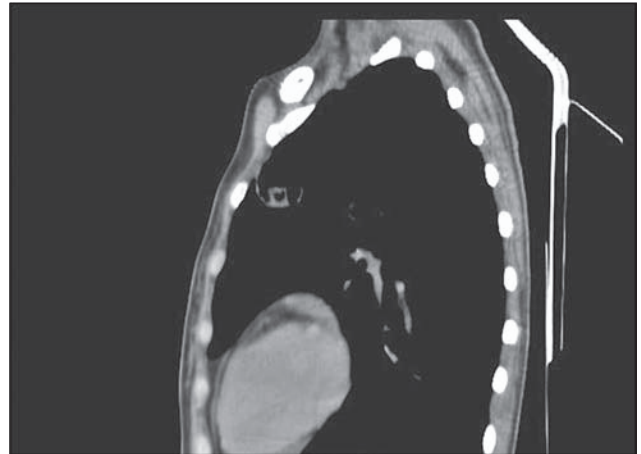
Комп'ютерна томографія легень, хвора У., 1988 р.н.
